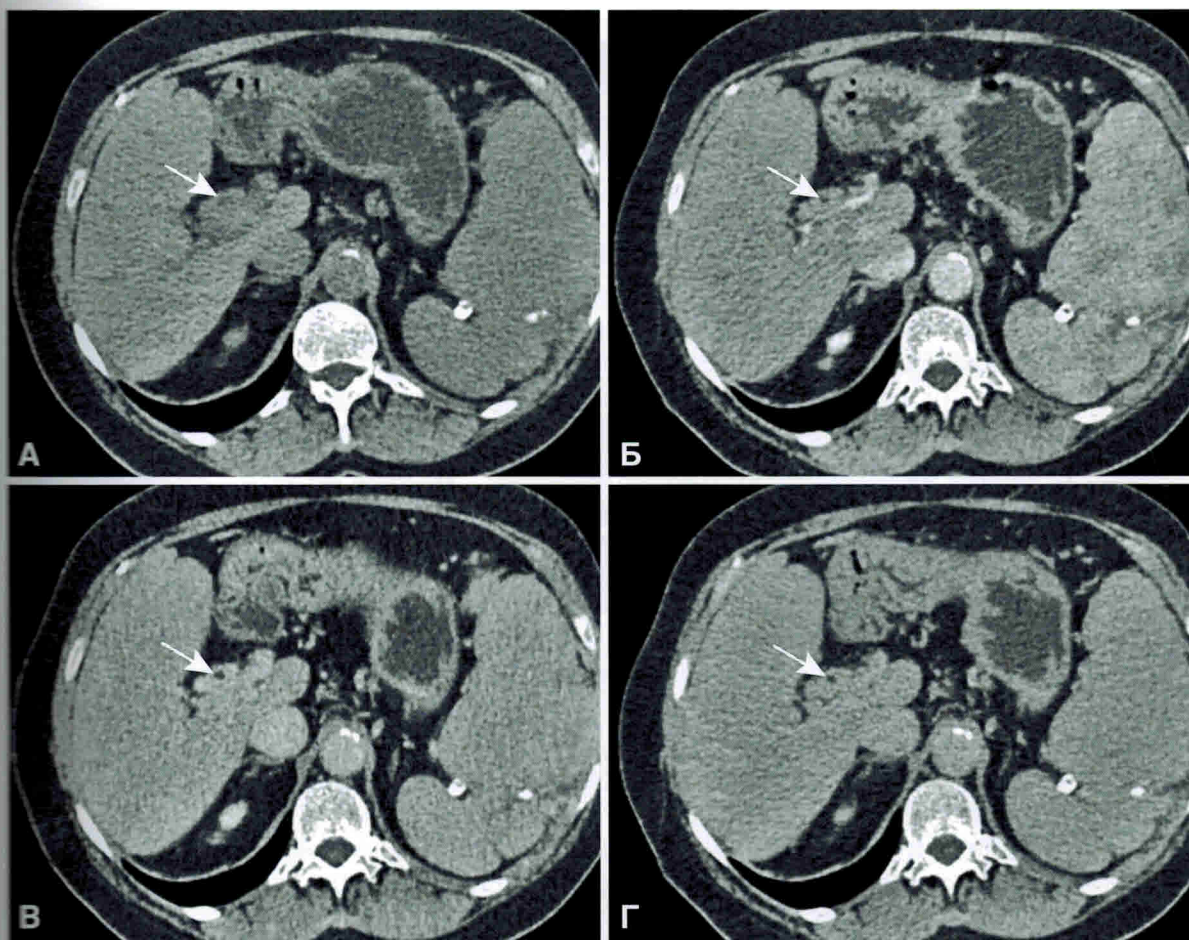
Внепеченочная перипротоковая инфильтрирующая холангиокарцинома. А–Г — серия последовательных компьютерных томограмм в аксиальной проекции: А — нативное исследование, Б — артериальная фаза контрастирования, В — паренхиматозная фаза контрастирования, Г — равновесная фаза контрастирования. Неравномерно утолщенные стенки общего печеночного протока определяются преимущественно в паренхиматозную фазу контрастирования как гиперденсивное кольцо (стрелки).
